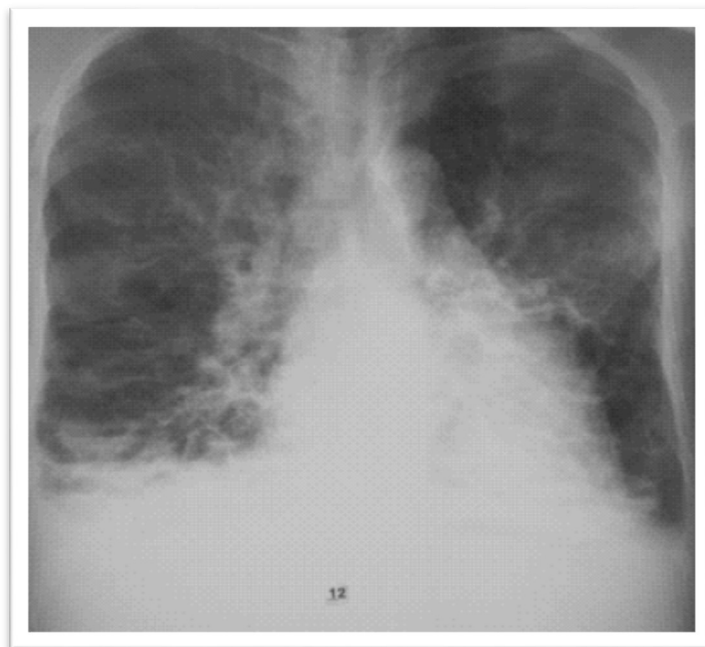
Radiographie de face montrant des opacités tubulées. [10]
